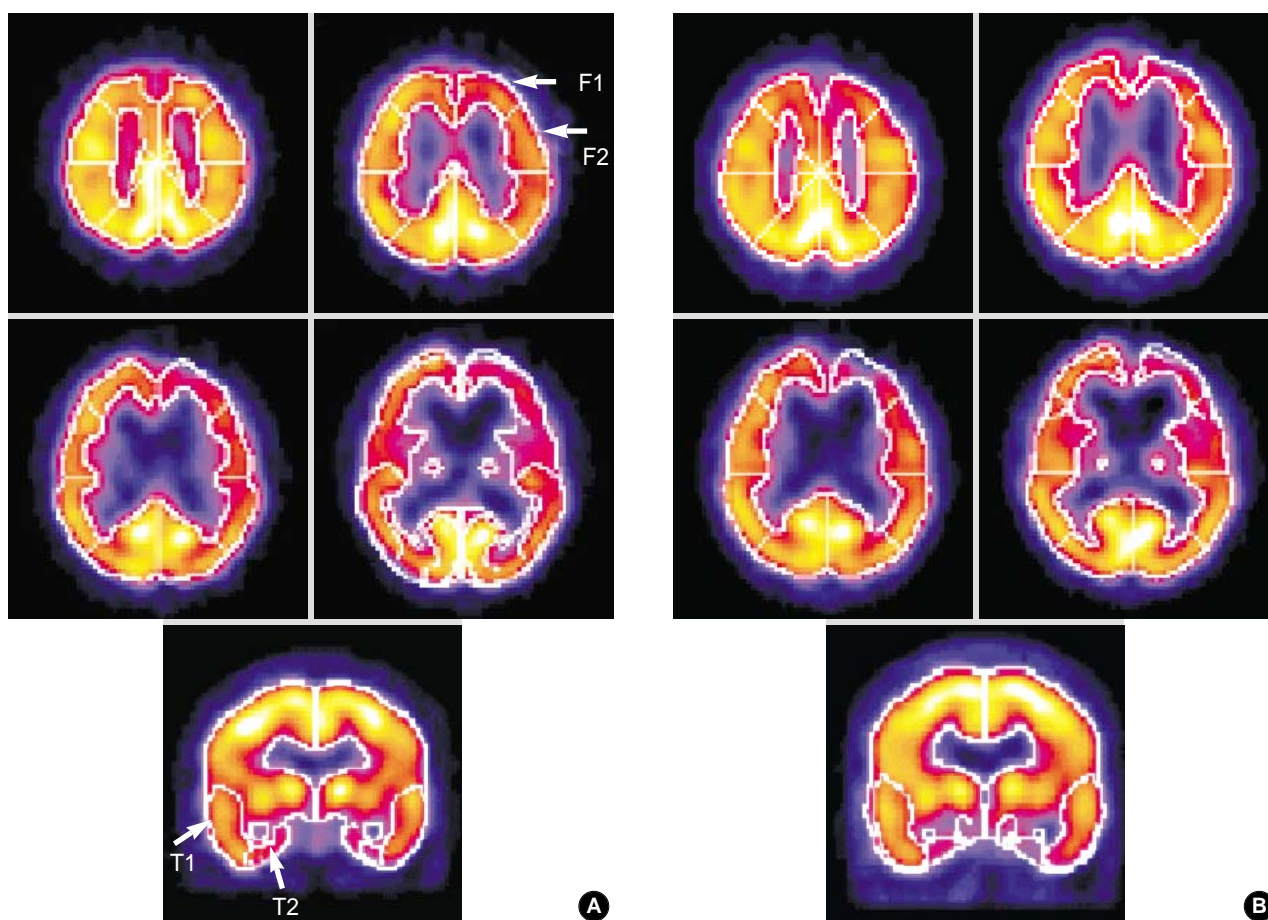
Initial brain SPECT on March 16, 1999 demonstrated moderate hypoperfusion in the left frontal cortex (A). Follow up brain SPECT on March 13, 2001 demonstrated more profound hypoperfusion in the bilateral frontal (F) and medial temporal lobes (T2).
